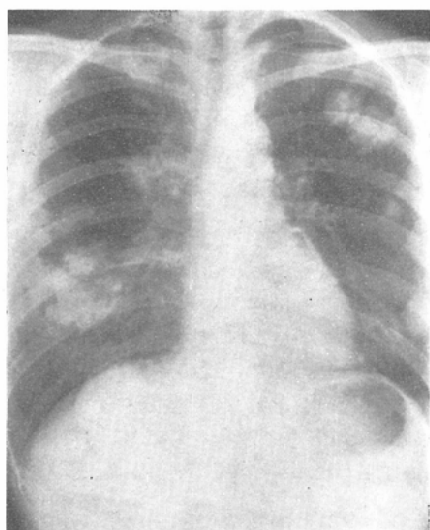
Chest X-ray film just after the completion of irradiation (4000 R/4 weeks)
